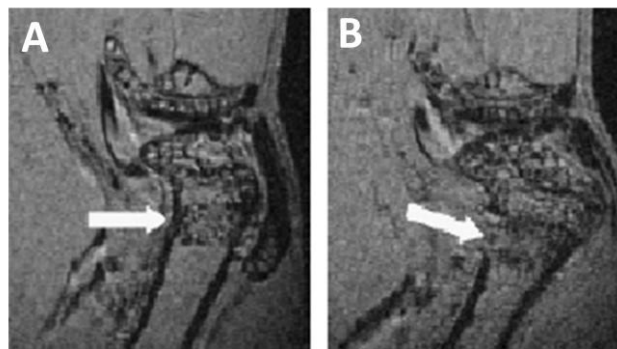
IRM du condyle fémoral de souris 21 jours après induction de la lésion osseuse corticale. A) Souris BSP+/+ et B) Souris BSP-/-. La flèche indique la lésion osseuse qui ne se reconstruit pas chez la souris dont le gène codant pour la BSP a été invalidé (B). La barre d'échelle représente 1 mm [Malaval et al., 2009b]
